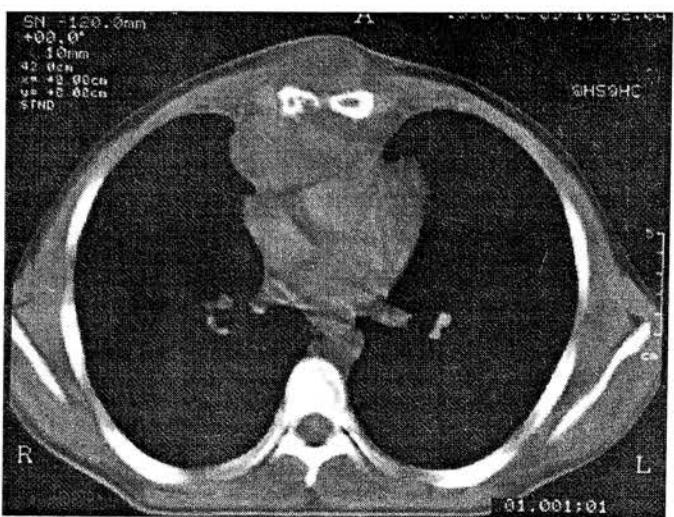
Компьютерная томограмма. Объемное образование размером $9 \times 7,5 \times 6,6$ см с неоднородной структурой, плотностью +50 ед., инфильтрирующее грудину (деструкция нижней трети ее тела на уровне VIII грудного позвонка). Опухоль прорастает подкожную клетчатку и переднее средостение, интимно прилежит к передним отделам сердца.
